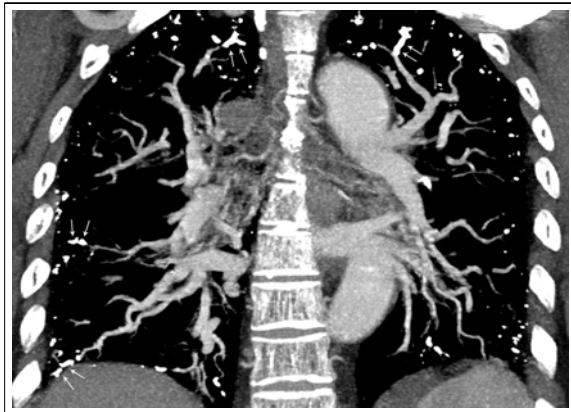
Coronal reformatted computed tomography (CT) image shows radioopaque tubular branching structures (four marked with paired arrows) continued to pulmonary arteries at segmental and subsegmental levels.
